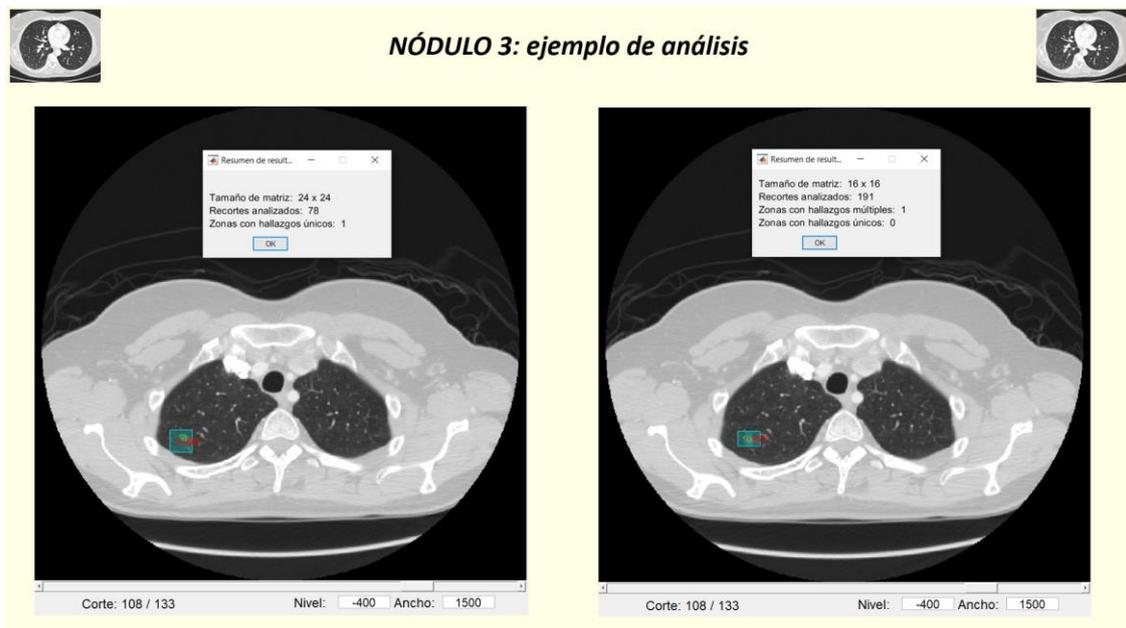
Casos TC de tórax. Caso 3: ejemplos de análisis del nódulo 3
